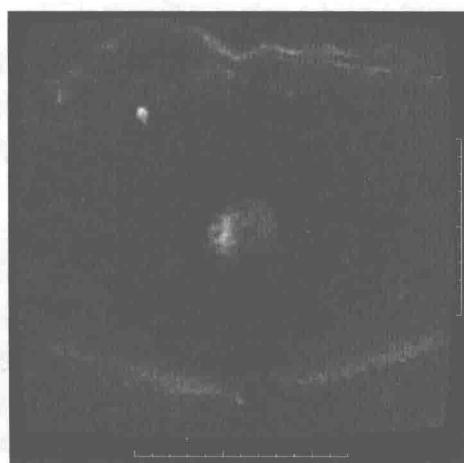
DWI(扩散加权成像), 前列腺右侧外周带见片状高信号, 神经血管束未见异常信号
